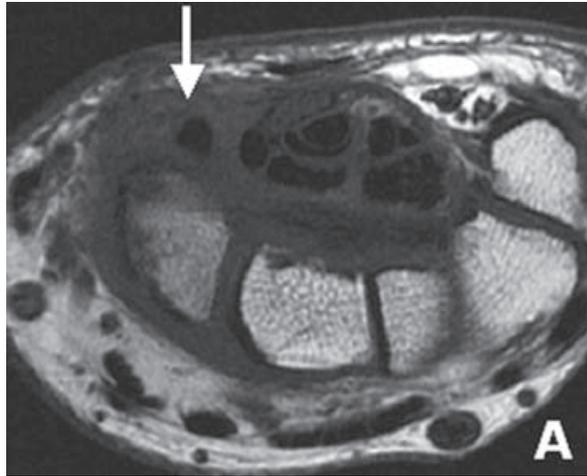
IRM coupes axiales T1 et T2. Tendinopathie du fléchisseur radial du carpe avec épaississement de la gaine et du rétinaculum (flèches) en avant du scaphoïde, sans épanchement dans la gaine synoviale.
